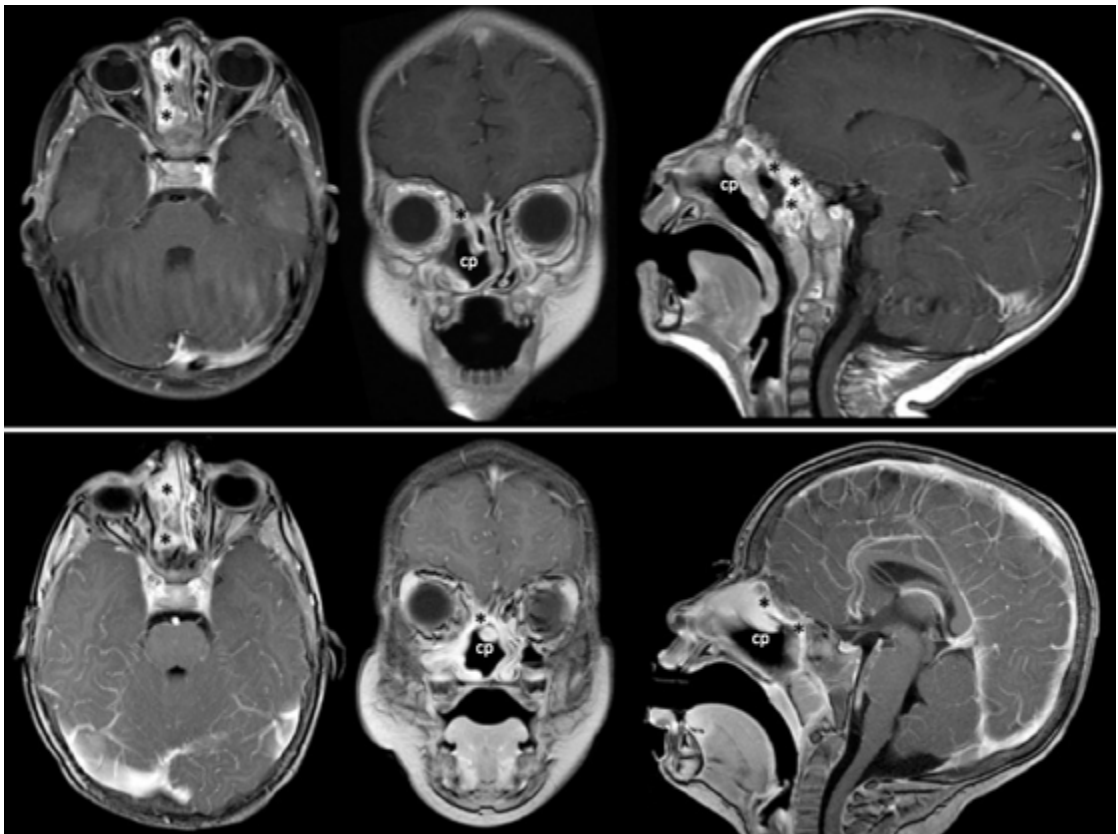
Наблюдение №6. Контрольная МРТ после второй операции.
